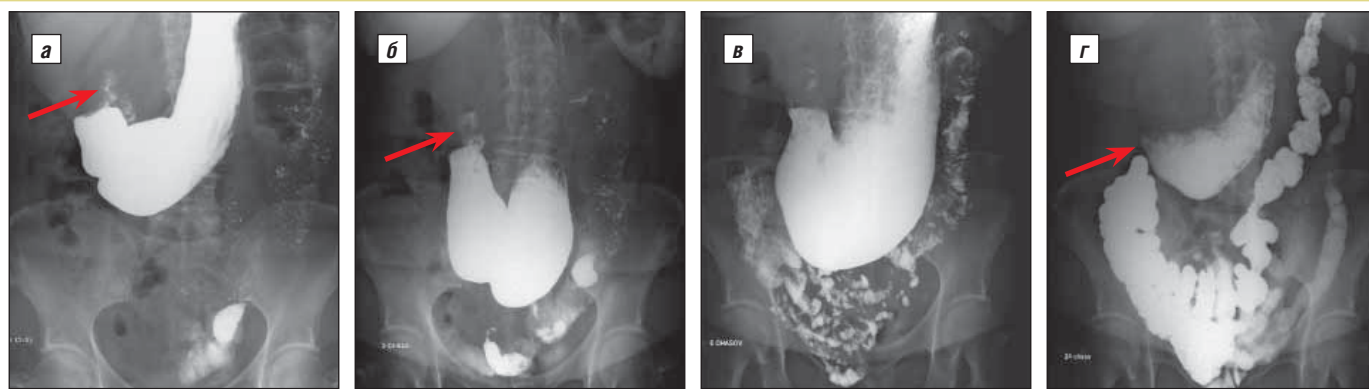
Данные рентгенографии пациентки С. при исследовании с барием: а – через 30 мин; б – через 1 ч; в – через 6 ч; г – через 24 ч
